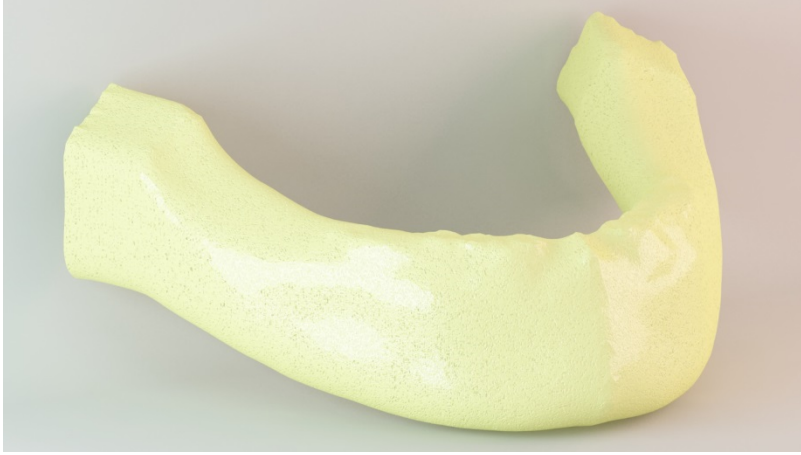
Bilgisayarlı tomografi taraması sonucu elde edilen görüntü.
